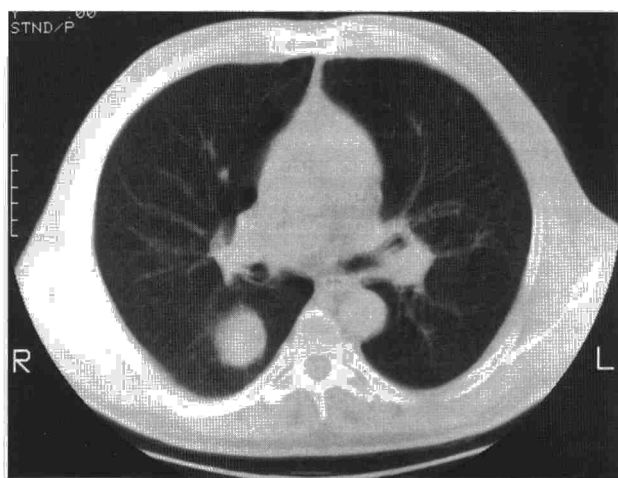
Tomografía computarizada torácica del caso 2. Masa de 3 x 3 cm en la parte posterior del lóbulo inferior del pulmón derecho, junto a pequeños nódulos en los planos anteriores de ambos pulmones.
